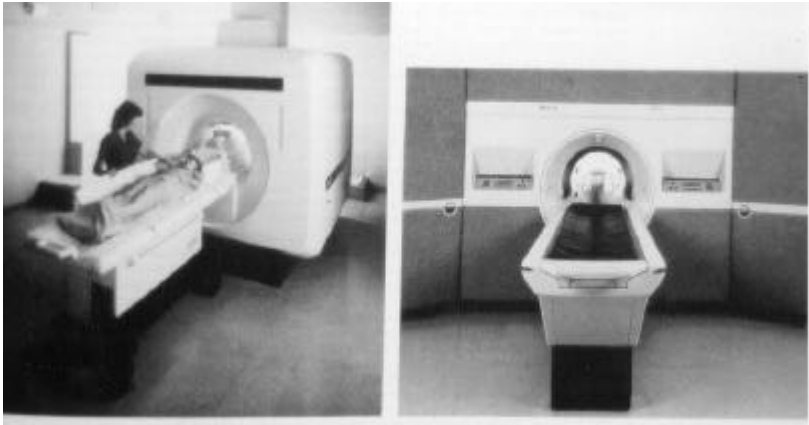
Magnetic resonance imaging system (freistehend), GE Medical Systems, Milwaukee, WI.*
